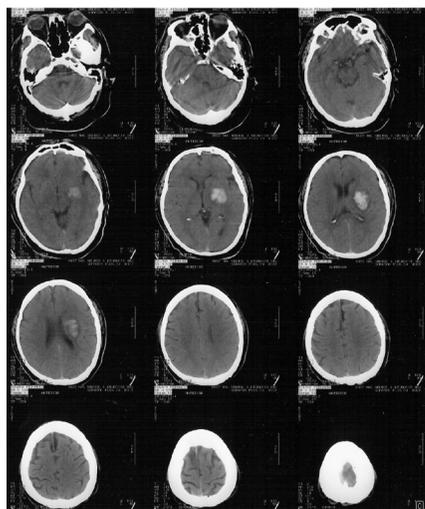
Tomografía computarizada de cráneo
